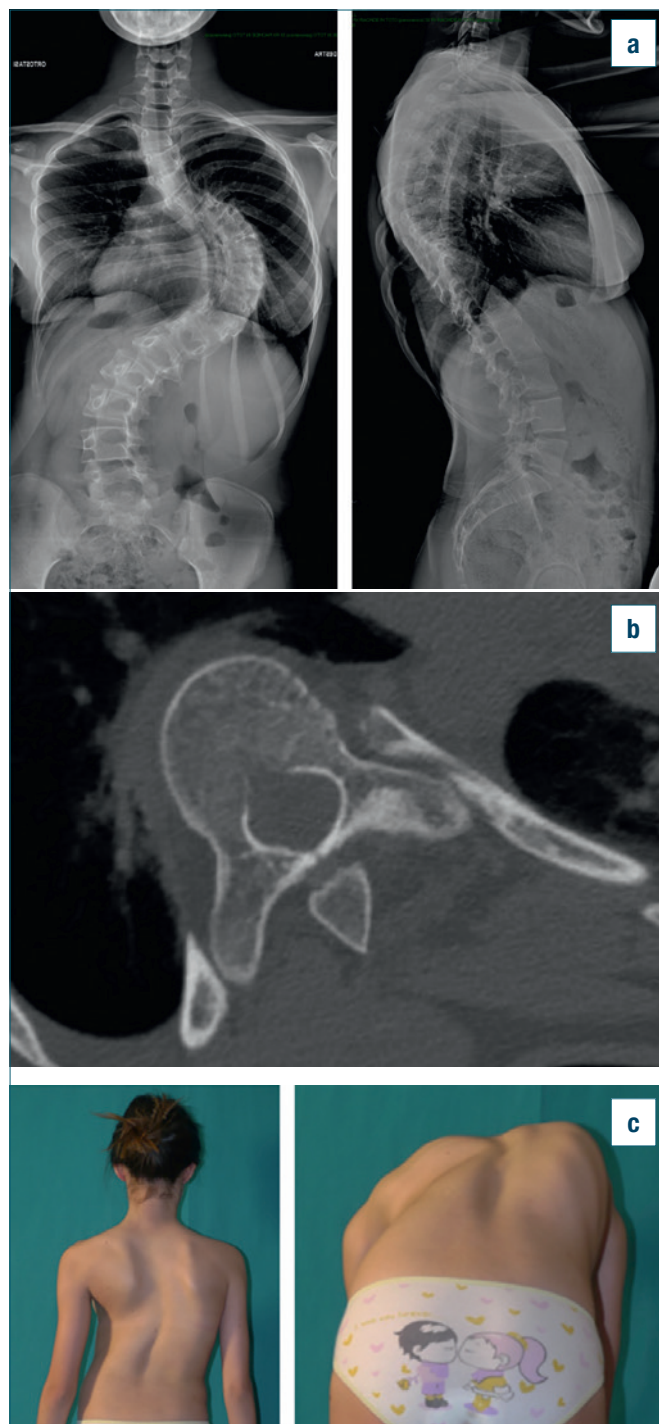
a) Scoliosi idiopatica toracica (Lenke 1C) di 96° Cobb in paziente di 14 anni Risser 4. La severa rotazione vertebrale già visibile alla radiografia è ben evidenziata alla tac (b) ed è responsabile dell'imponente gibbo costale.
